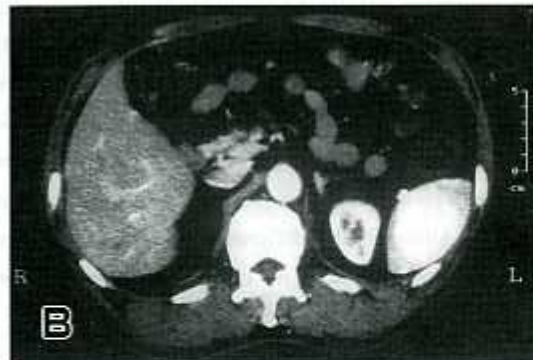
The tumor is enhanced strongly on enhanced CT.
